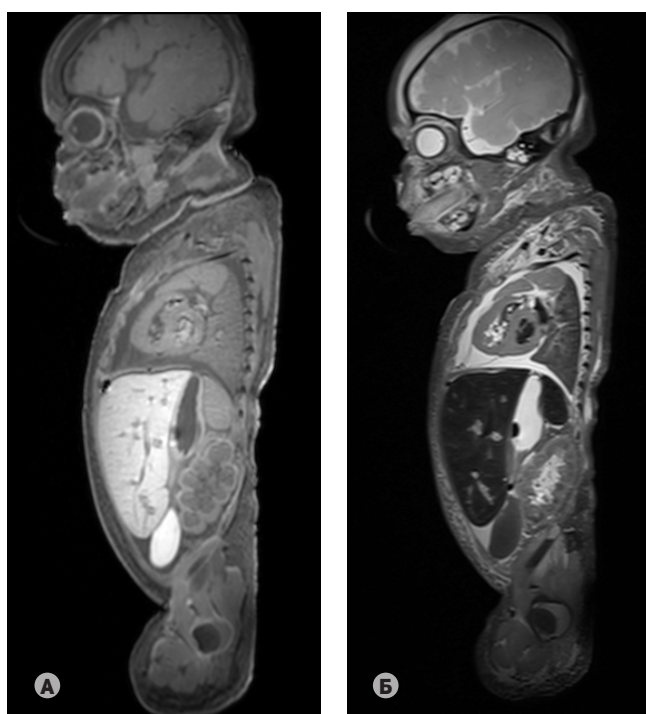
МР-томограммы во фронтальной проекции умершего новорожденного с врожденной пневмонией из основной группы: (А) T1-взвешенное изображение, (Б) T2-взвешенное изображение
